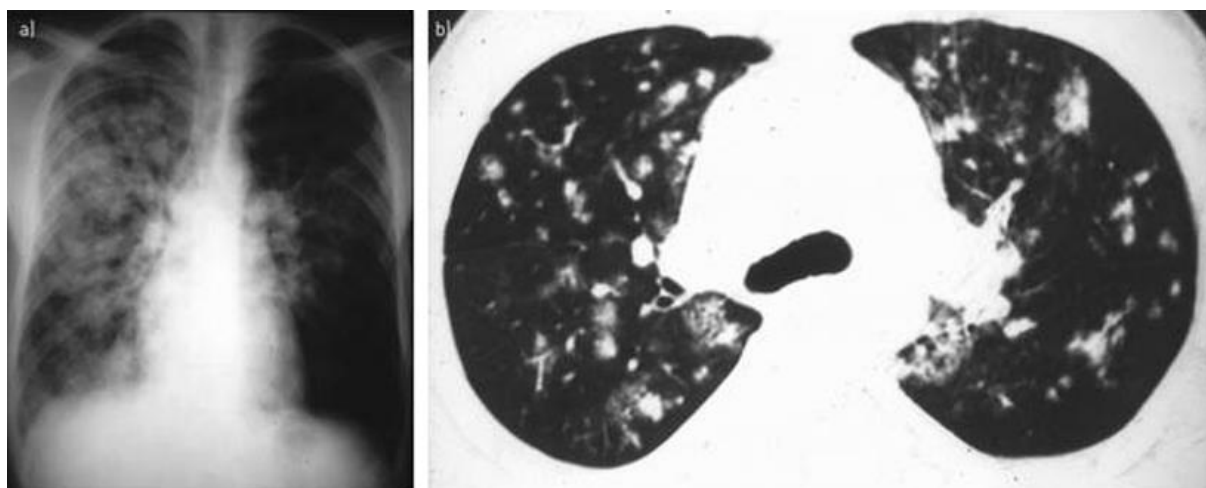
À gauche (a), une radiographie thoracique chez un homme de 37 ans atteint d'OPHA, et à droite (b) un scanner thoracique chez un sujet de 27 ans présentant des OPHA à répétition en altitude (19)
